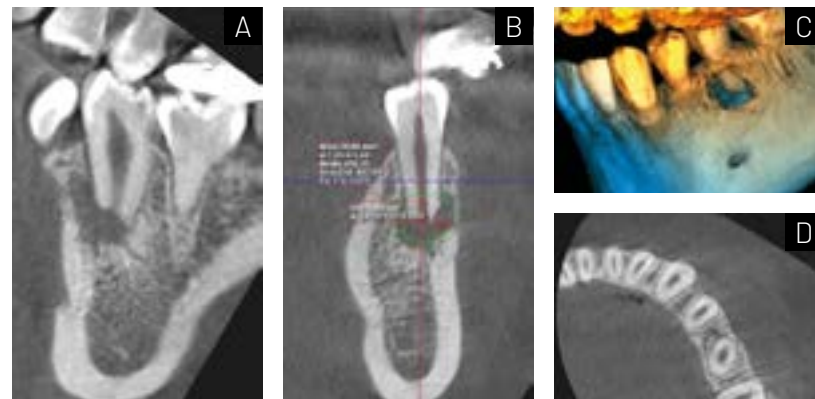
(A) Corte sagital con tomografía computarizada de haz cónico. (B) Corte coronal con tomografía computarizada de haz cónico. (C) Reconstrucción 3D de tomografía de haz cónico. (D) Corte axial con tomografía de haz cónico inicial.
